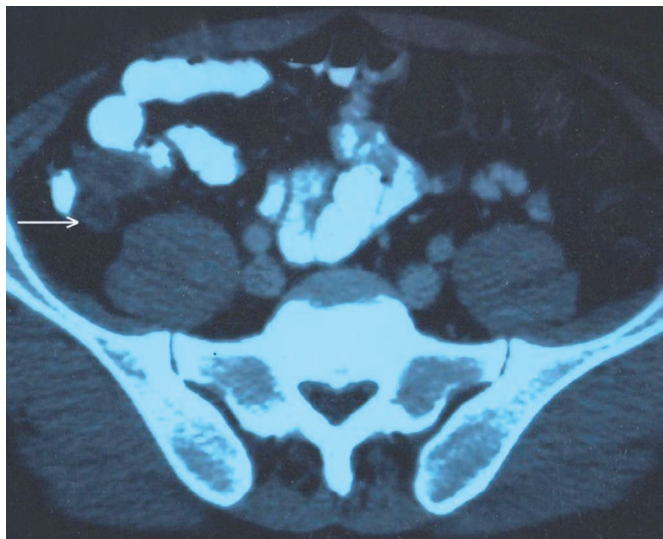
Axial computerized tomography image demonstrated the increased appendiceal wall thickness and the fluid accumulation in the lumen of the appendix.
